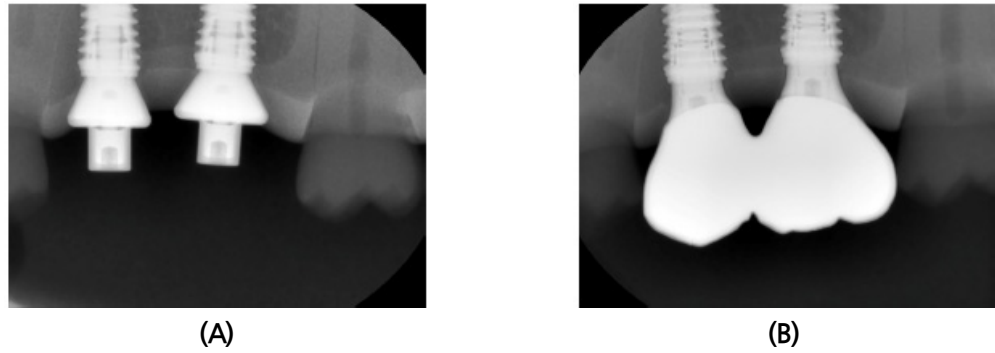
(A) Periapical radiograph taken after placement of the coded healing abutments over the implant fixtures. (B) Periapical radiograph taken after placement of the definitive prosthesis.
